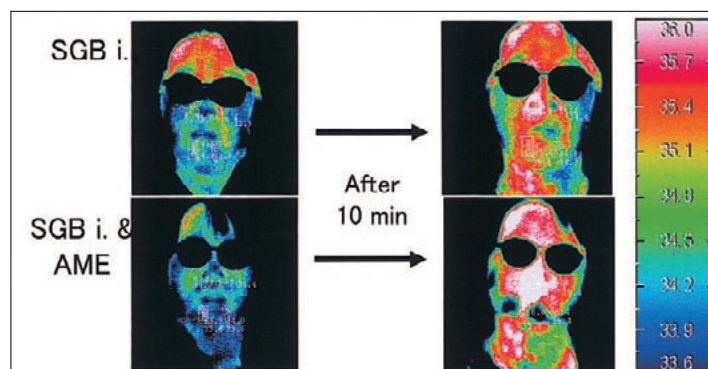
Effect of increase BT by SGB injection and AME
